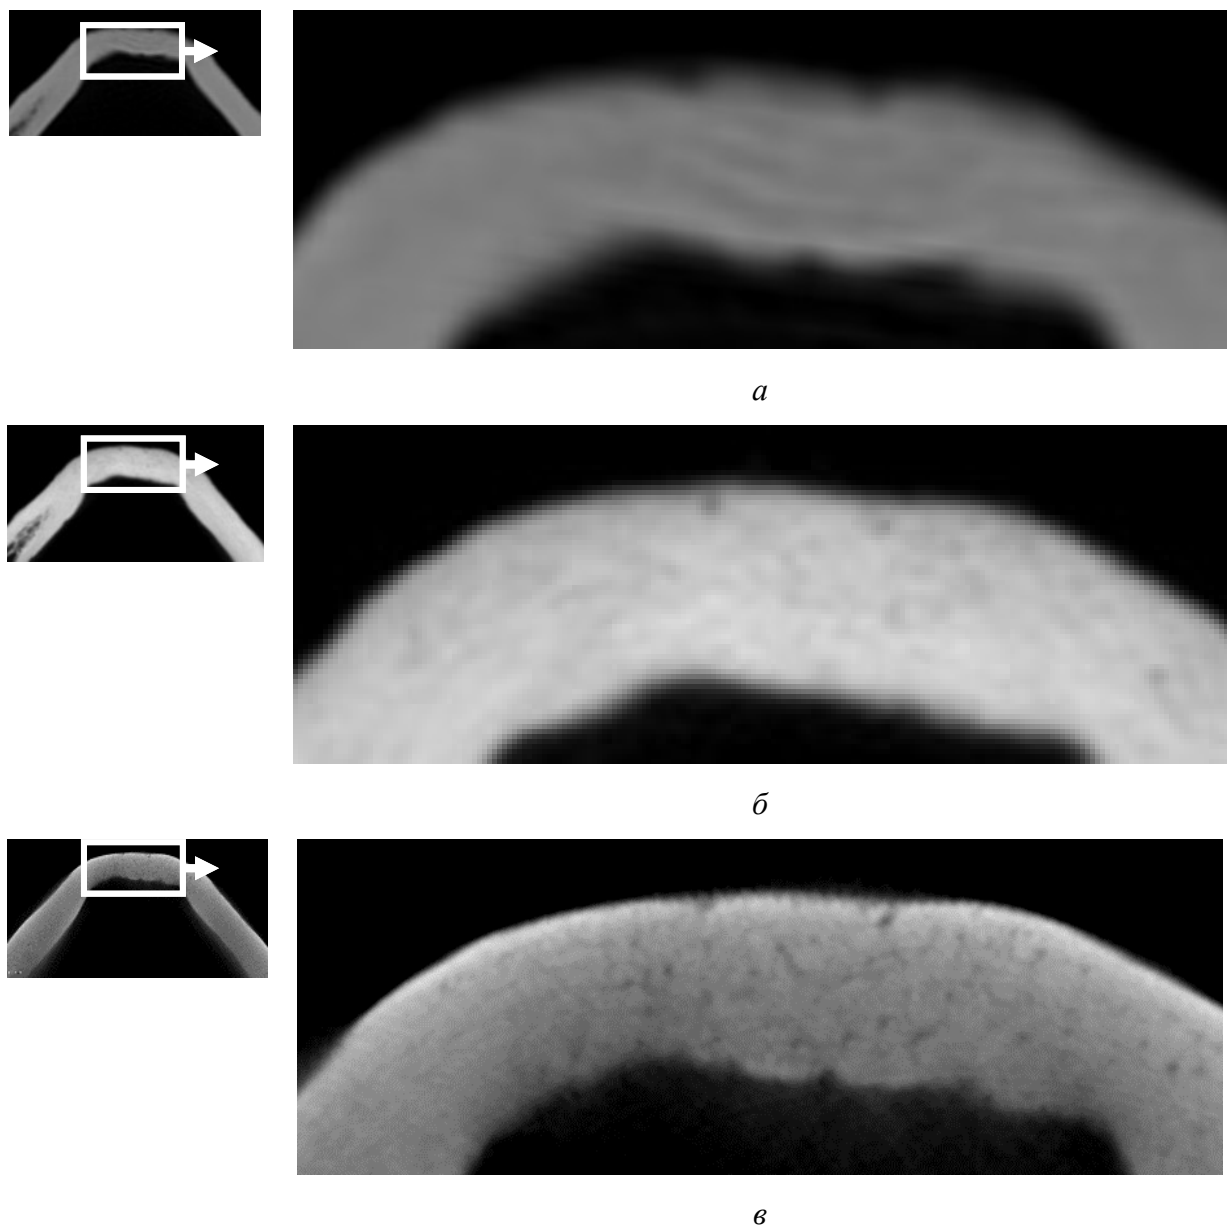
Фрагменты изображений мультипланарных реконструкций кортикальной пластинки во фронтальной части тела нижней челюсти, в аксиальной плоскости: *а* – МСК-томограмма. Структура компактной кости не визуализируется, искажена артефактами; *б* – КЛК-томограмма. Несколько отверстий в плотном однородном веществе компактной кости; *в* – микроКЛК-томограмма. Множество микроскопических отверстий и каналов
